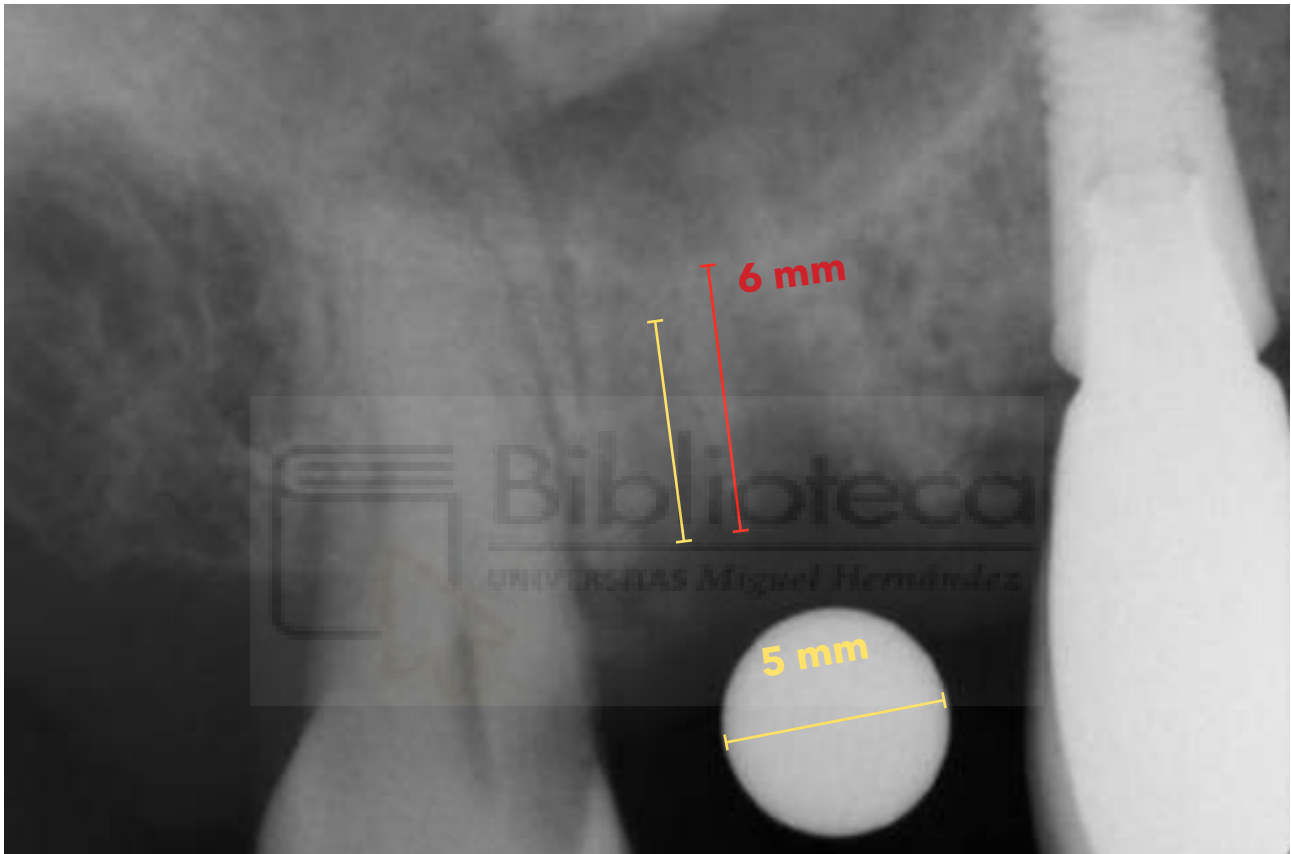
Medición de un dispositivo conocido para contrarrestar el índice de magnificación de una radiografía periapical preoperatoria.
